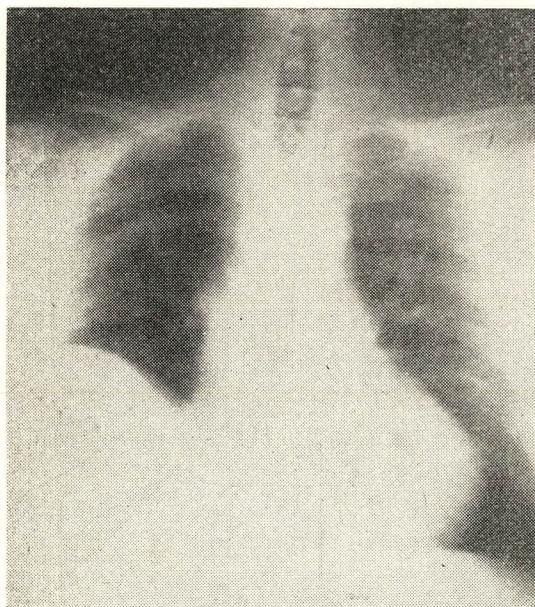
Radiografia de contrôle em 15-9-60. Sombra suspeita no H. E. por detraz da sombra cardíaca.
